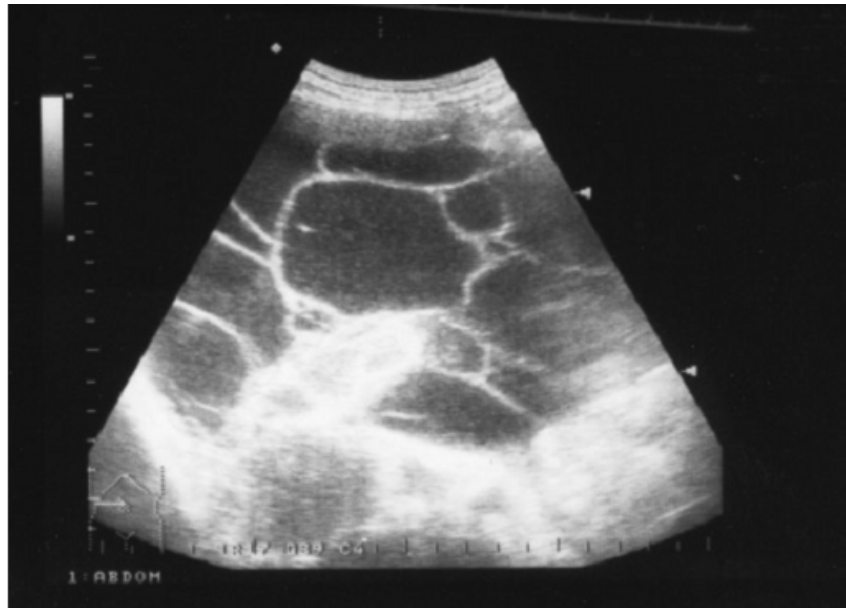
Échographie abdominale montrant des travées hyperéchogènes.
